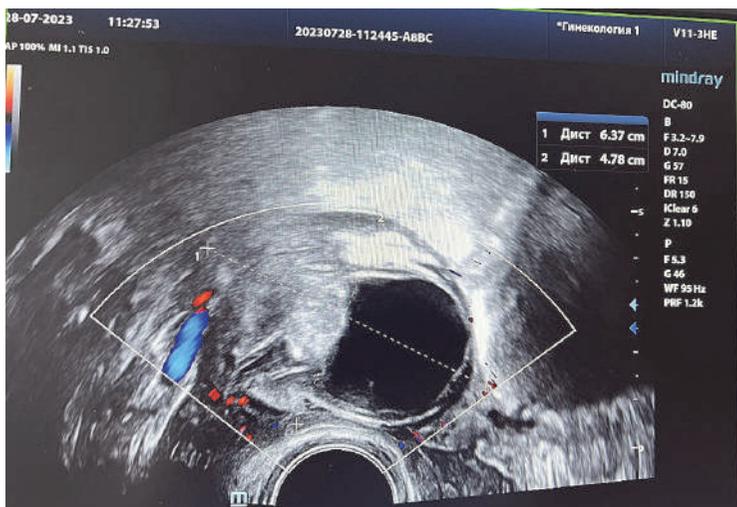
УЗИ органов малого таза трансвагинальным датчиком пациентки, 39 лет: новообразование левого яичника (возможно фолликулярная и эндометриоидная киста) – измерение размеров (фото предоставлено канд. мед. наук И.А. Греховой)
